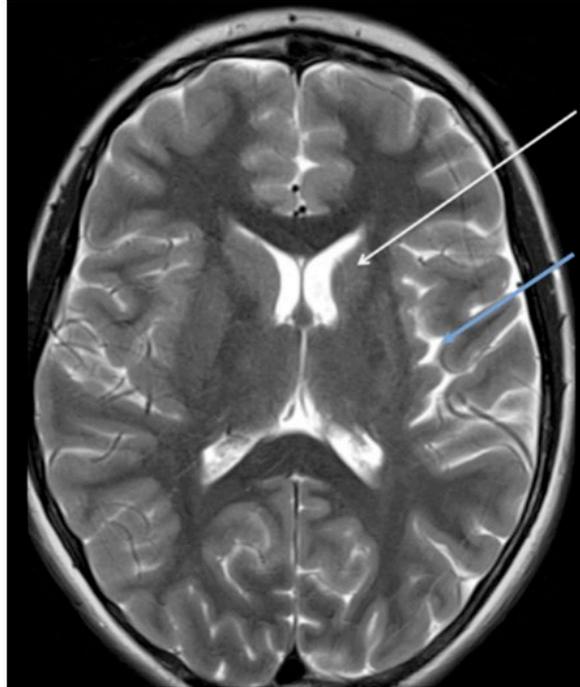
T2-weighted axial image in a patient with Rasmussen syndrome showing atrophy of the caudate (white arrow) with subtle loss of volume of the left insular region (blue arrow, evident as increased sulcal spaces)
